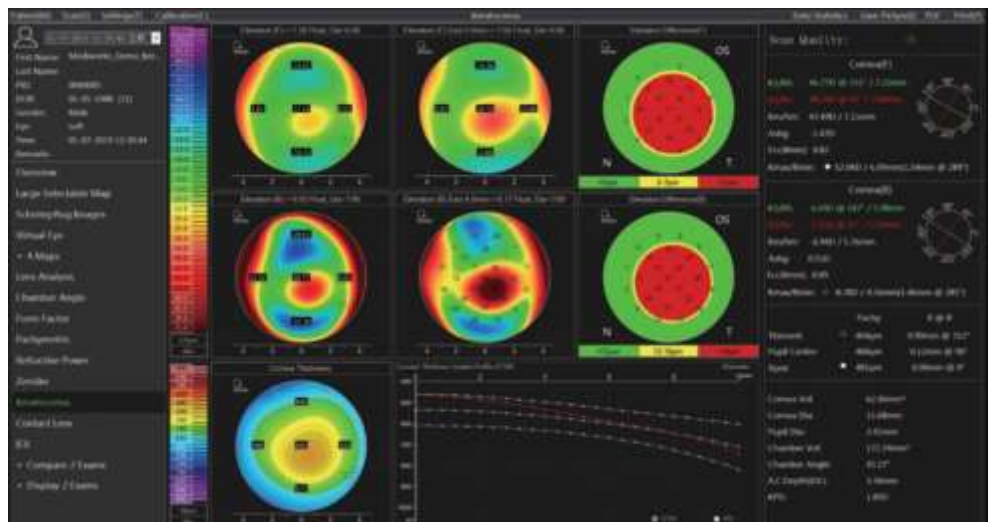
Томографічні зображення рогівки
